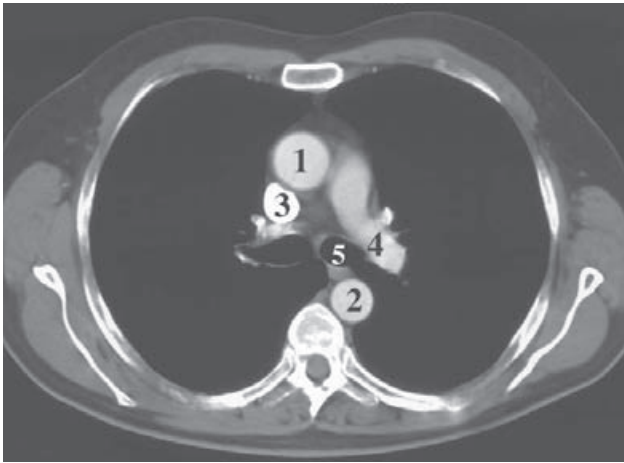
TC de la cavidad torácica a nivel de T5. 1) Aorta ascendente; 2) aorta torácica descendente; 3) vena cava superior; 4) arteria pulmonar izquierda; 5) bronquio principal izquierdo.
